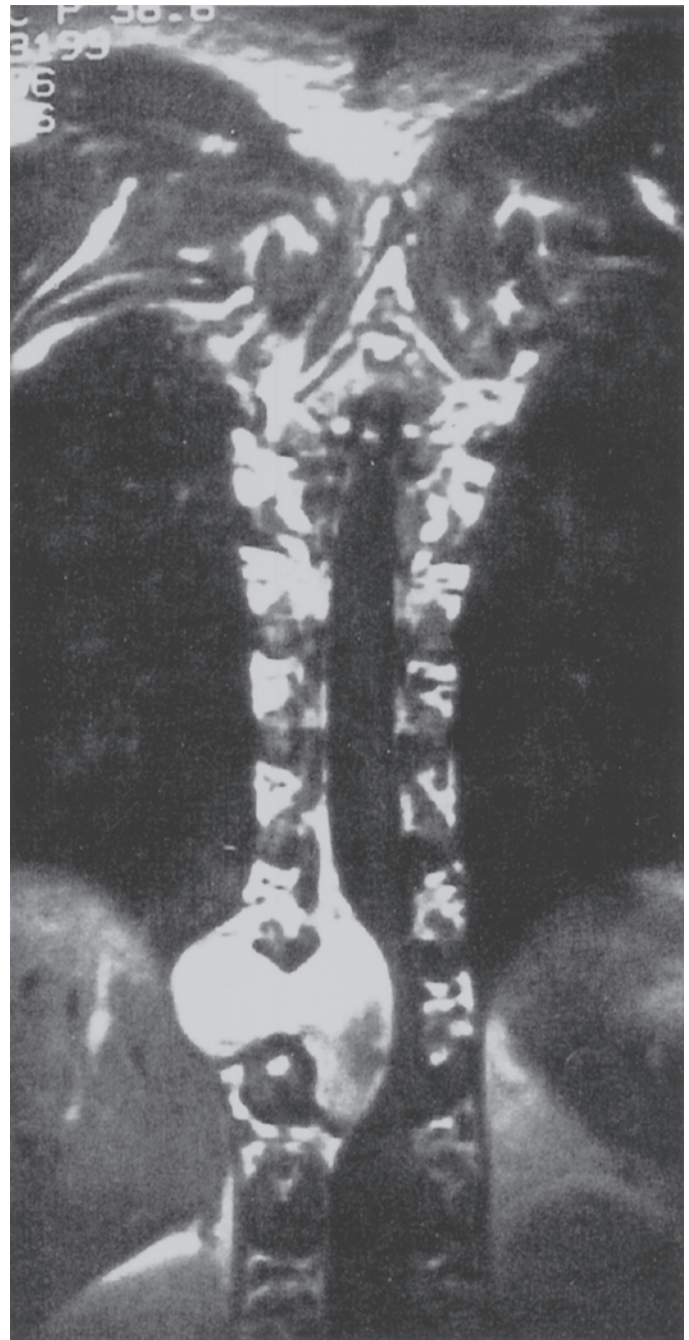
Resonancia magnética nuclear de un tumor neurógeno con extensión al conducto medular a través de un agujero intervertebral, con el aspecto típico en mancuerna.
